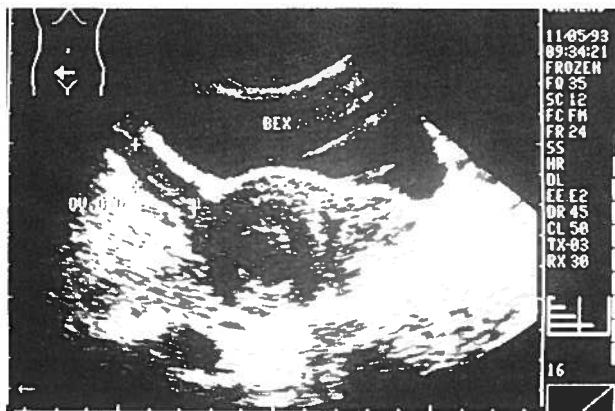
Ecografia por via suprapúbica.
